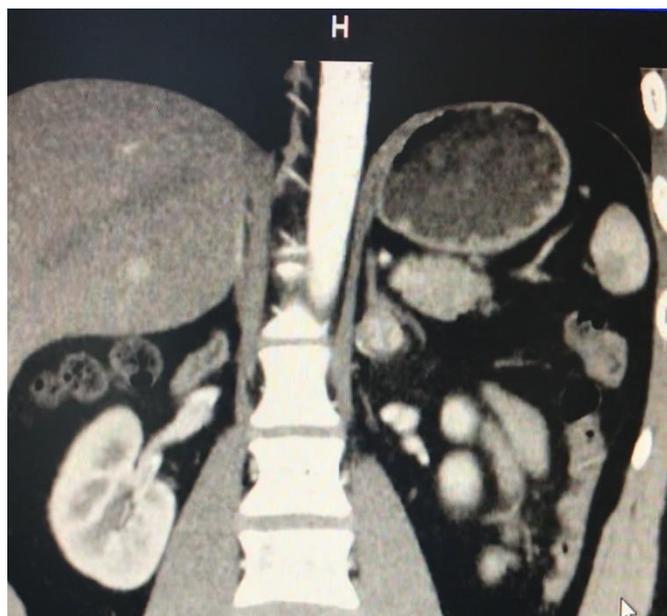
КТ: феохромоцитома левого надпочечника с зонами некротического распада
